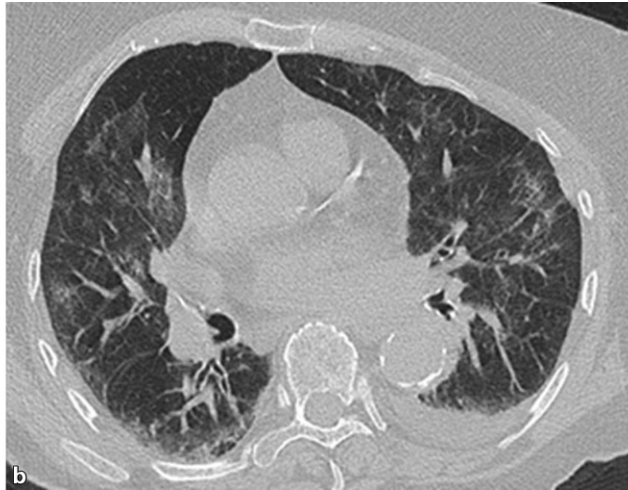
◀ Präoperative Thorax-CT-Untersuchung. Thoraxwandinstabilität bei dislozierter Rippenseitenfraktur (Rippe 4 bis 7 ventrolateral links (a) mit begleitendem Hämatothorax sowie Unterlappenatelektase und ausgeprägten pulmonalen Infiltraten beidseits (b))
